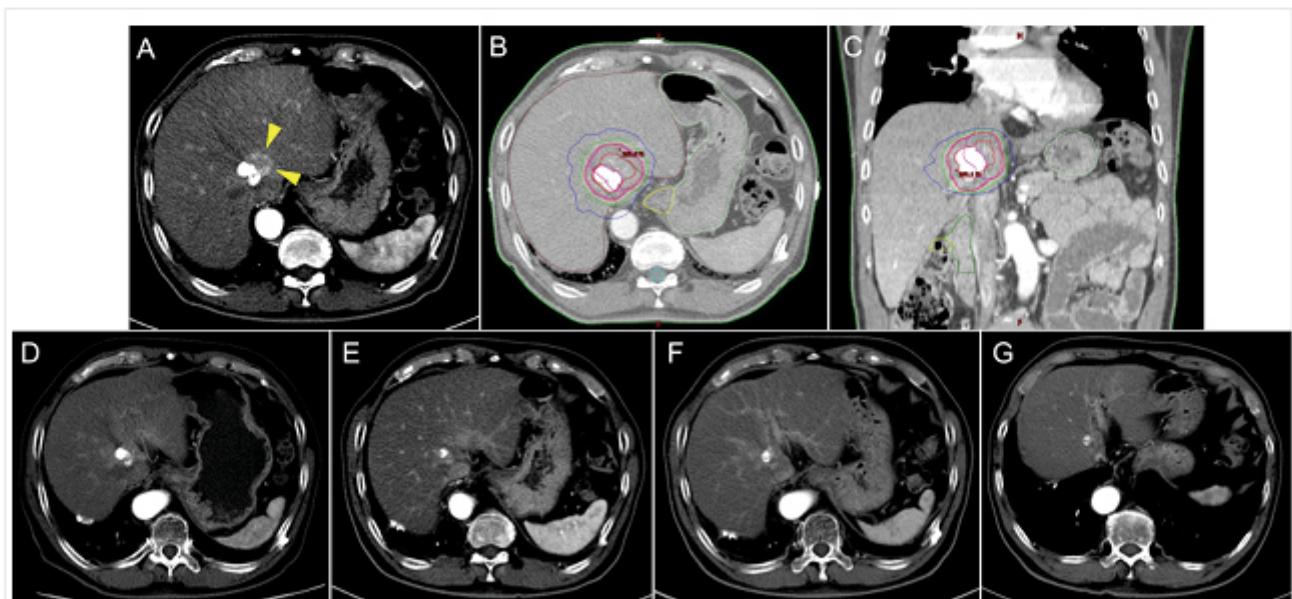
경동맥항암화학색전술 후 잔존 간암에 대한 체부 정위방사선치료 예: (A) 방사선치료 전, (B-C) 방사선량 분포 모식도, (D) 치료 후 6개월 (완전 반응), (E) 치료 후 12개월, (F) 치료 후 24개월, (G) 치료 후 53개월째 CT 영상.
